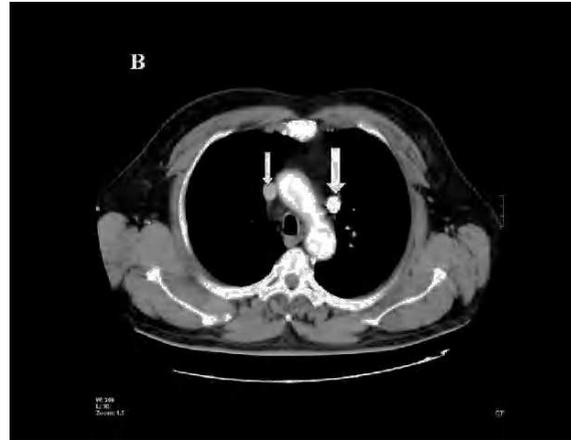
Tomografía axial computarizada torácica, mostrando la vena cava superior normal (flecha pequeña) y demostrando la existencia de una vena cava superior izquierda (flecha grande).
